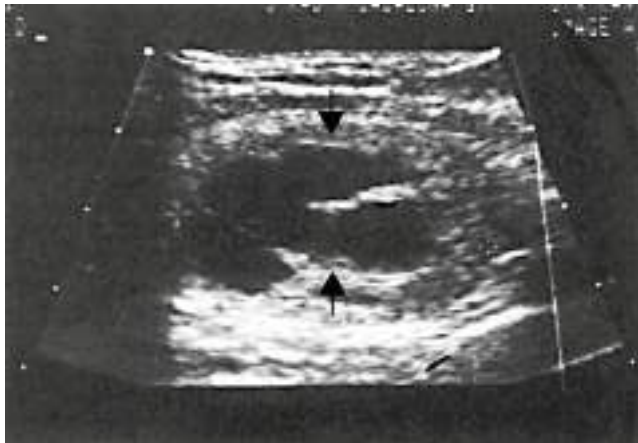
Ecografía cervical. Nódulo tiroideo quístico (flechas).
